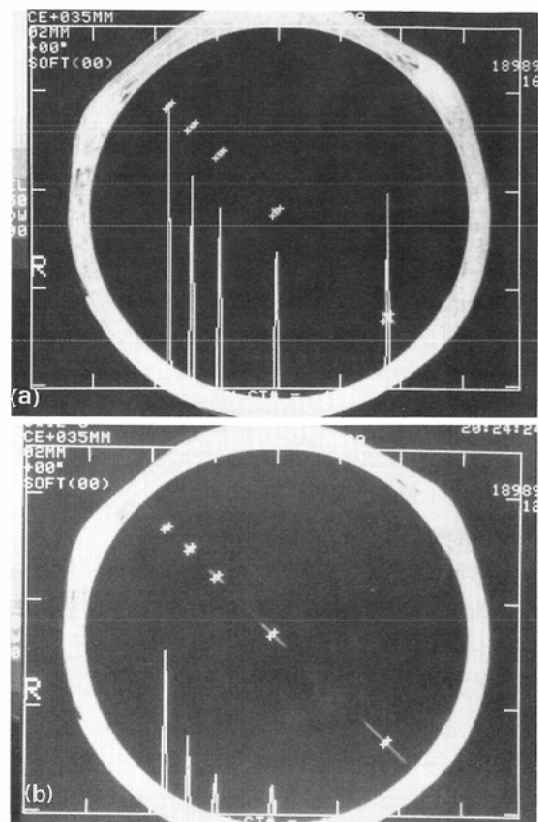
CT values in profile images: comparison between 1.5mm- and 10mm-thick slices. For visual examination of CT values, profiles perpendicular to the catheters were prepared. In the 10mm-thick slice, the CT value for each catheter is lower, indicating the large influence of the partial volume effect in a thicker slice.
